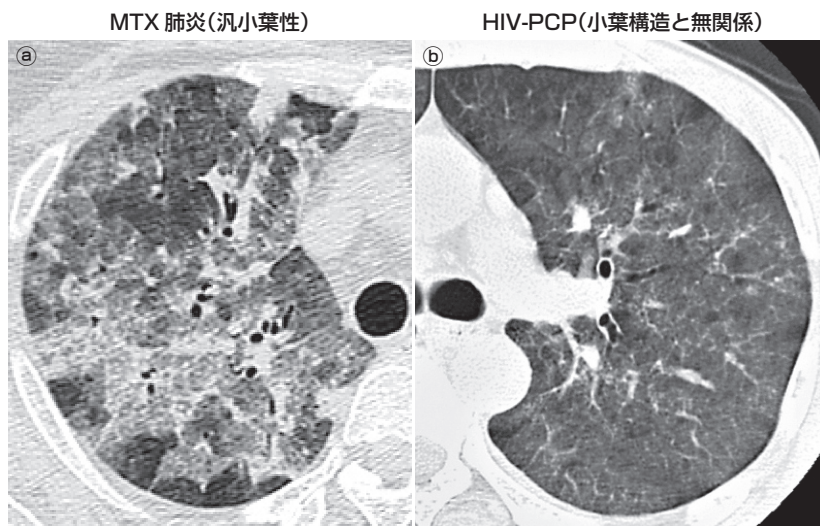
メトトレキサートによる薬剤性肺炎および AIDS 患者に発症にした PCP の CT 所見
